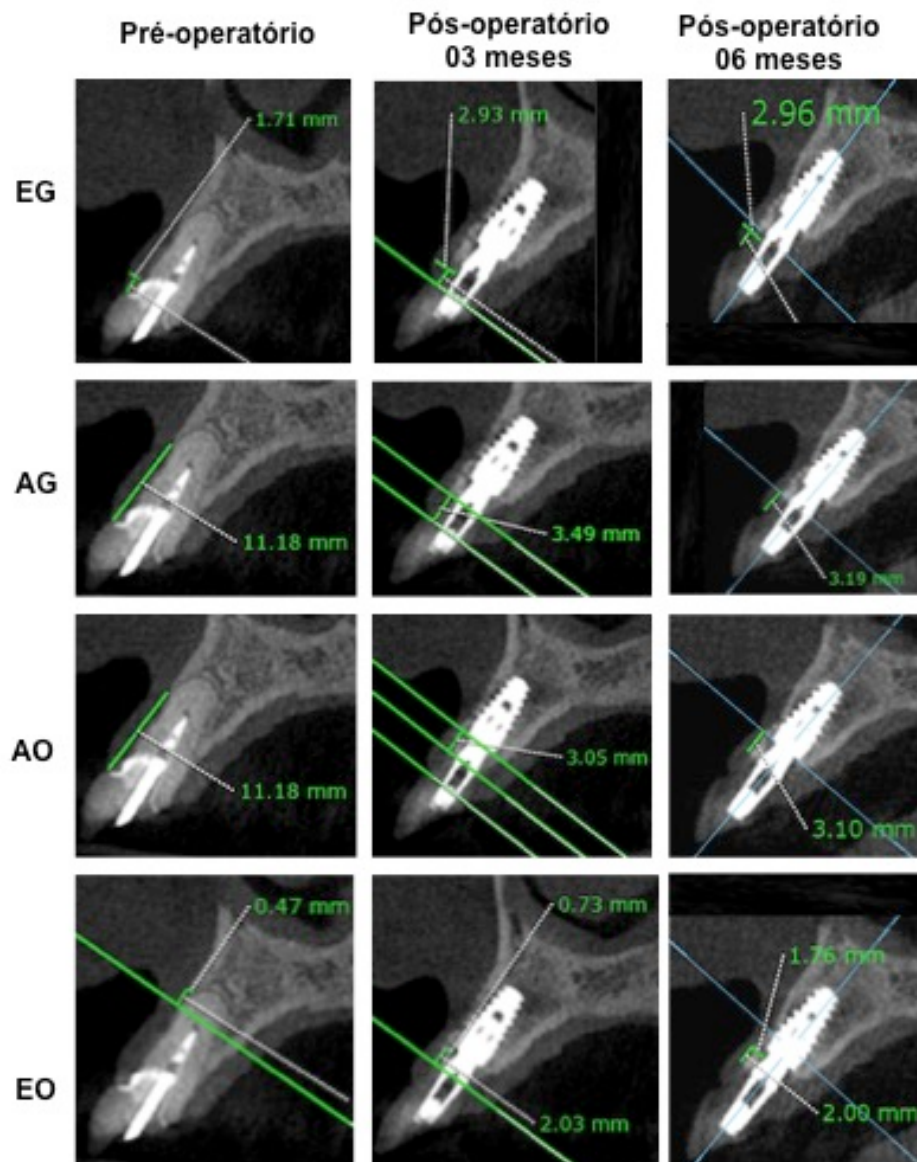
Paciente 1 - Medidas lineares pré e pós-operatórias obtidas pela tomografia computadorizada de feixe cônico utilizando afastador labial. EG: Espessura de tecido mole; AG: Distância entre margem gengival e a crista óssea vestibular; AO: Distância da crista óssea vestibular à junção ameloceментária ou à plataforma do implante; EO: Espessura do osso vestibular.
